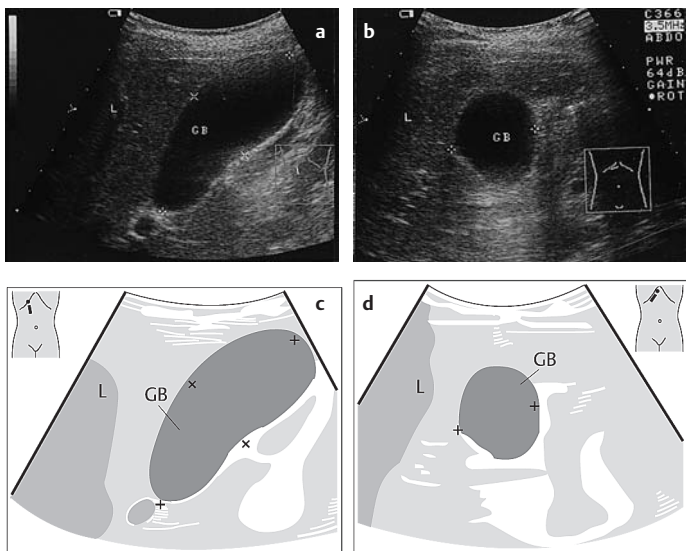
a–d Sonographische Darstellung der Gallenblase mit Größenbestimmungen (Distanzmarken; Länge, Tiefe in a, Breite in b). a Schulter-Nabel-Schnitt, b Subkostaler Schrägschnitt rechts. GB = Gallenblase, L = Leber
